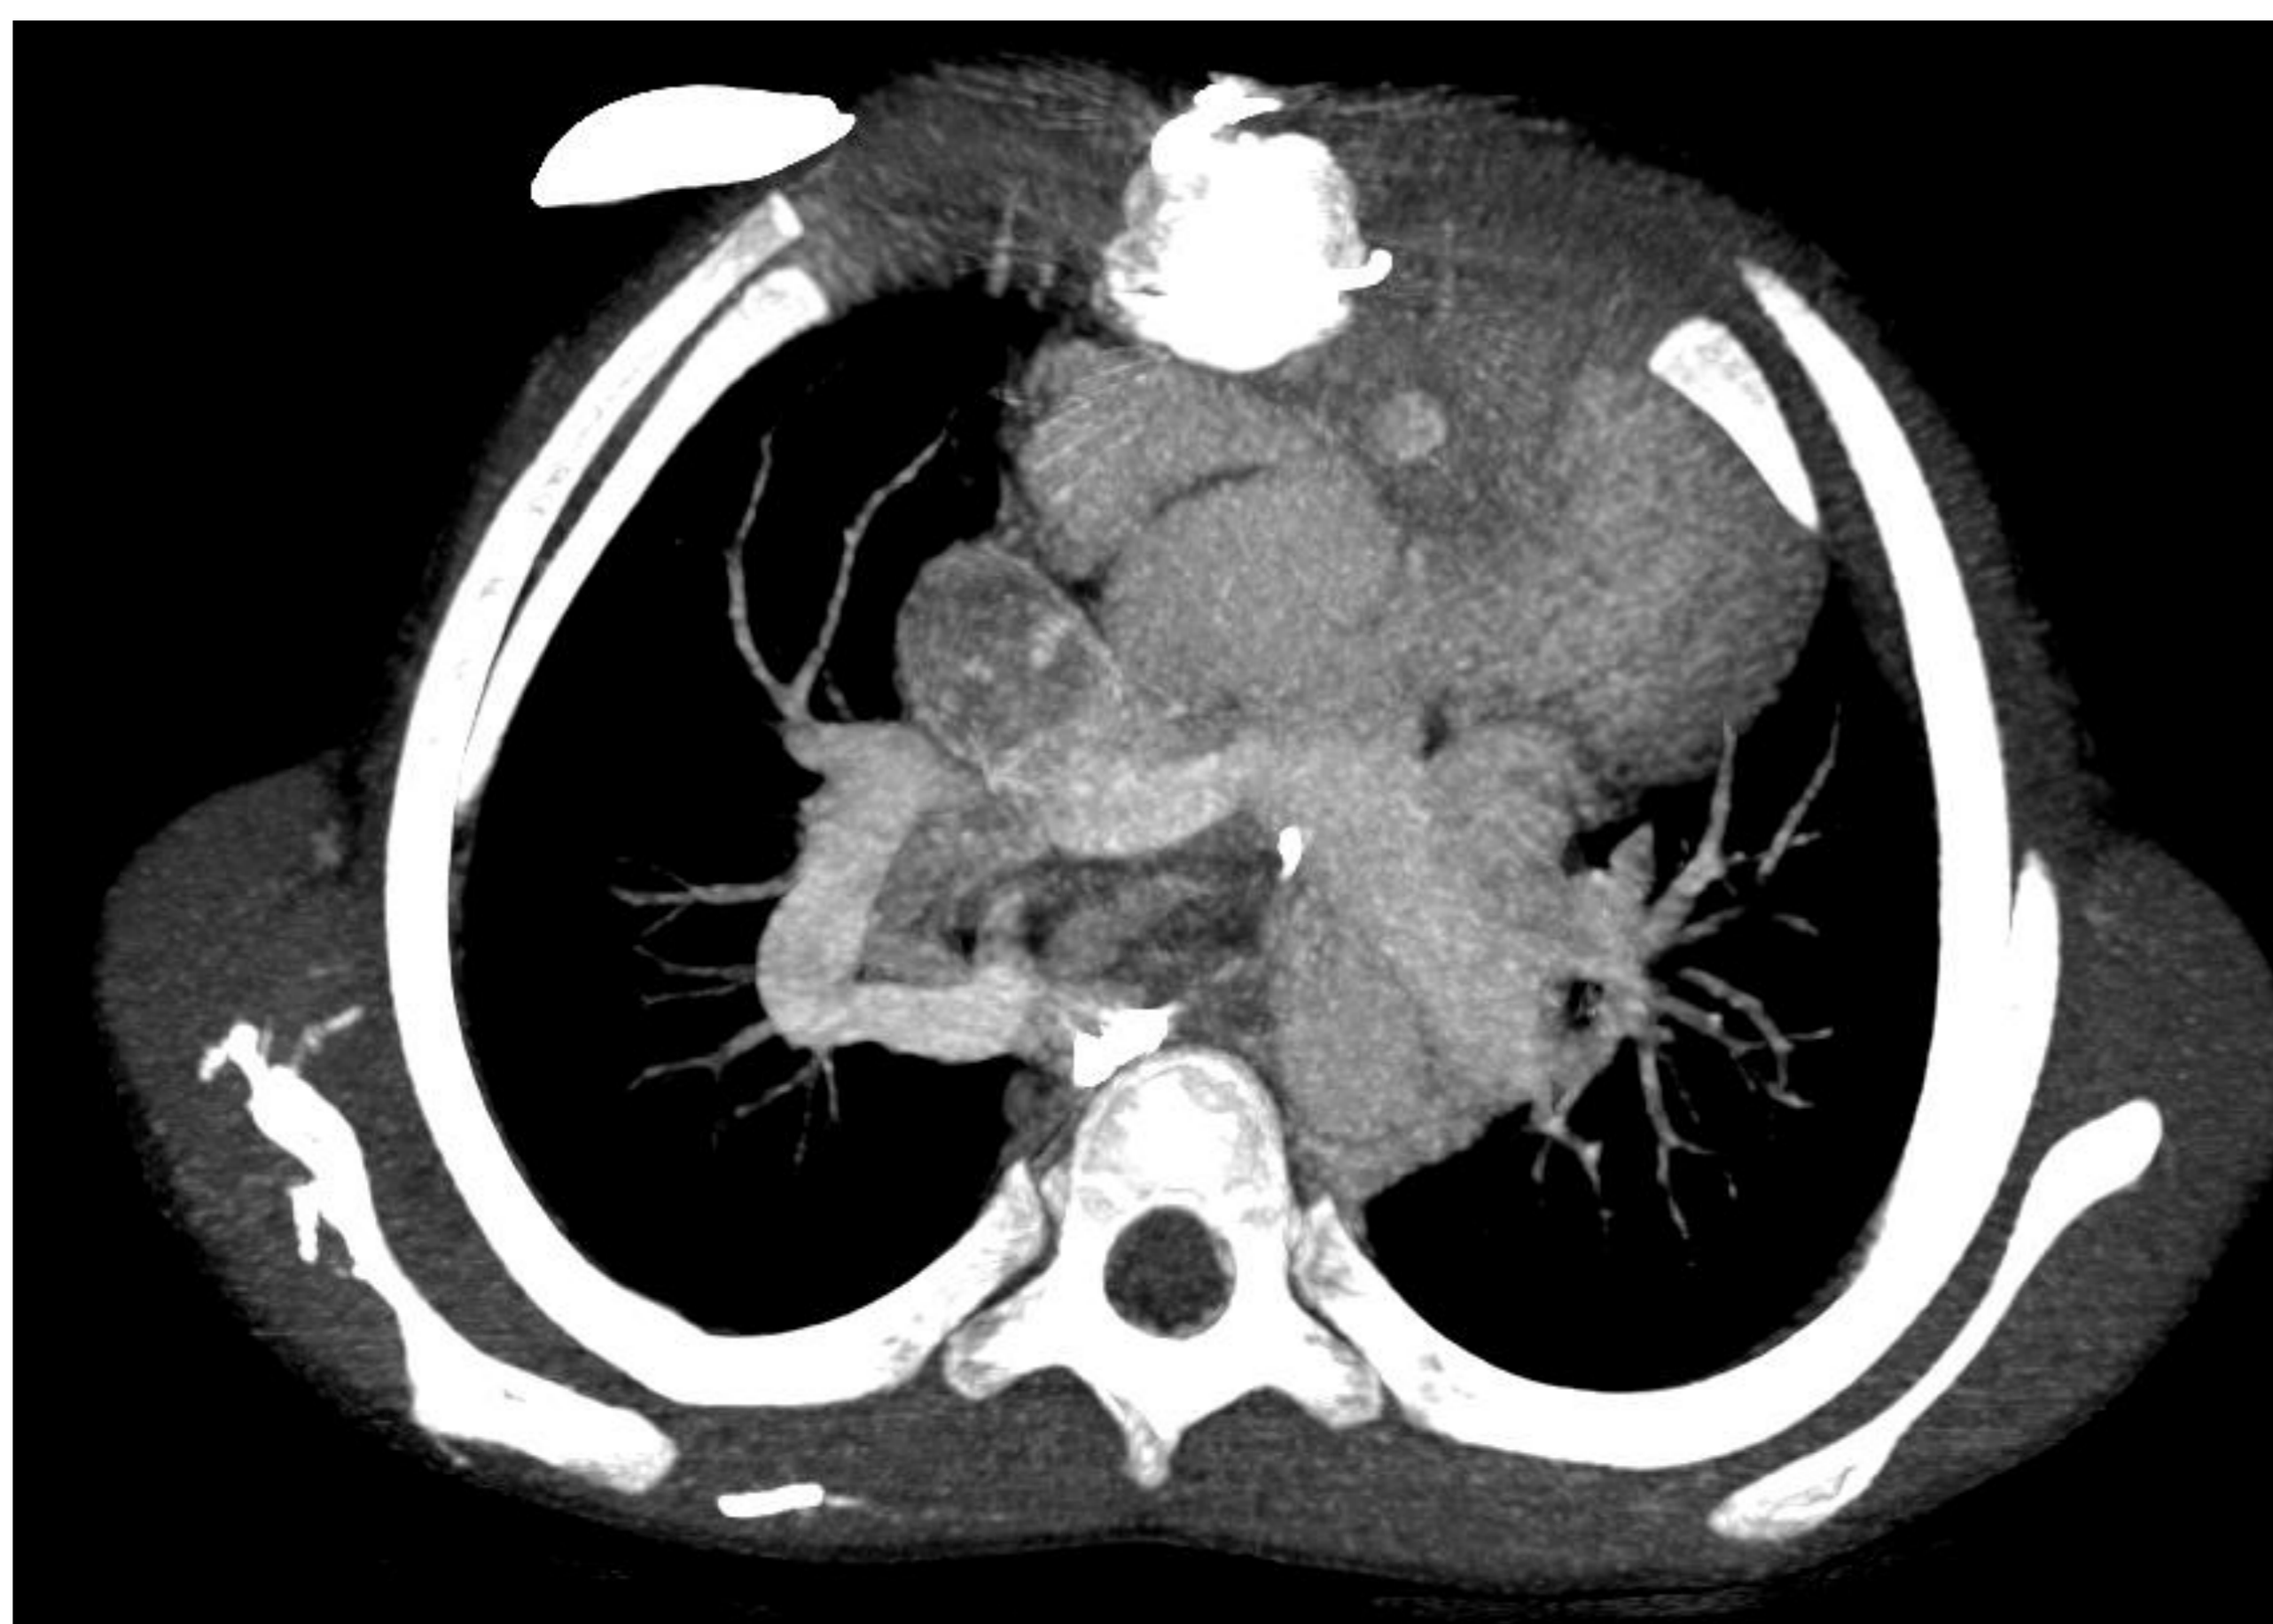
Paciente de 10 años con atresia tricúspidea, atresia pulmonar e hipoplasia del VD, tratado mediante CF. En una TC de control se observa importante circulación colateral a nivel mediastínica con desarrollo del sistema ácigos y hemiacigos que comunica con vena pulmonar superior derecha.
